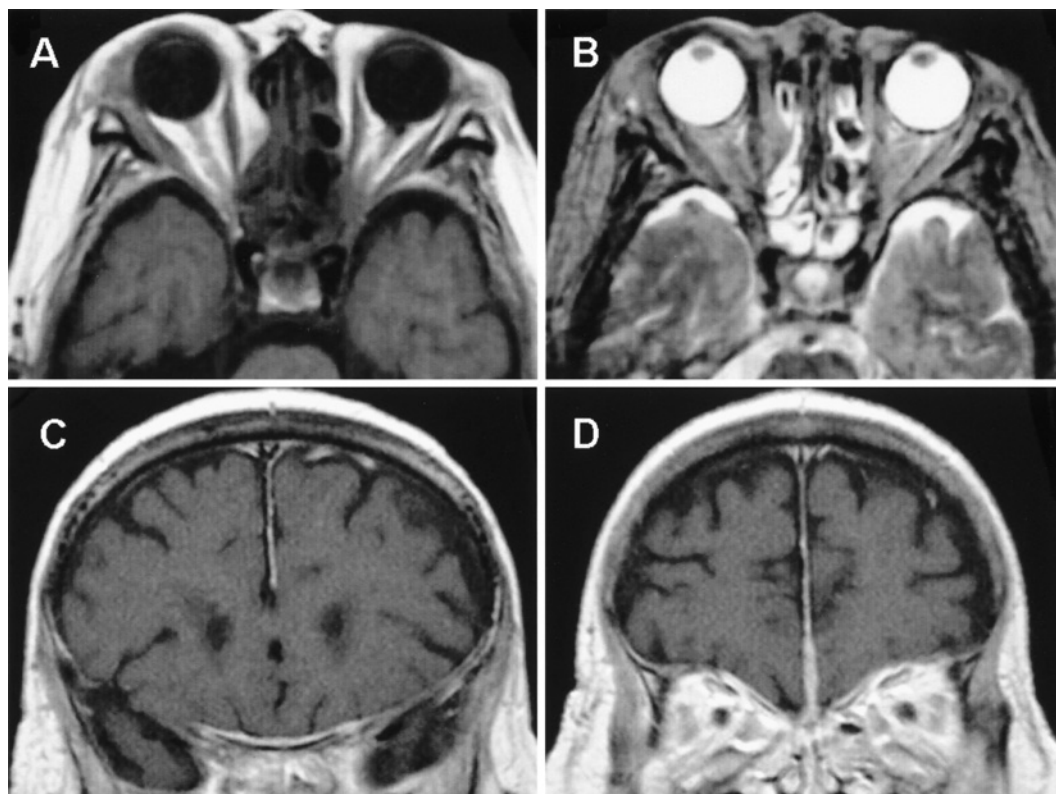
Axial T1 weighted brain MRI image taken before treatment shows iso-intense lesion in the left orbital apex and sphenoiditis (A), but on T2 weighted image the left orbital apex lesion is inapparent (B). Coronal T1 weighted image with Gd-DTPA enhancement shows thickened dura mater of the cerebrum and cerebral falx (C, D). (TOSHIBA VISART 1.5T, A, C, D: TR = 520, TE = 15, B: TR = 4,600, TE = 120)
